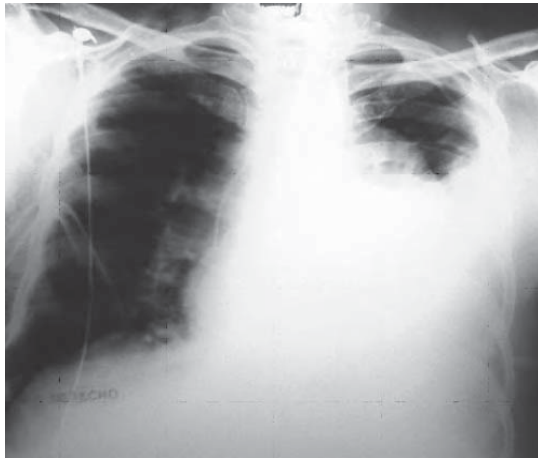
/8. Evaluación diagnóstica de paciente sometido a trasplante cardíaco con insuficiencia respiratoria postoperatoria. En la radiografía de tórax se observa un drenaje pleural derecho y un derrame pleural izquierdo. En el ecocardiograma se constata el derrame pleural izquierdo con el pulmón colapsado en su interior. En la TAC de tórax (izquierda) se constata un neumotórax derecho que no se evidencia en la radiografía directa. En la TAC de tórax (derecha) se observa el derrame pleural izquierdo con el pulmón colapsado. En la radiografía final se observa la expansión de ambos pulmones luego de la colocación de sendos drenajes pleurales.
